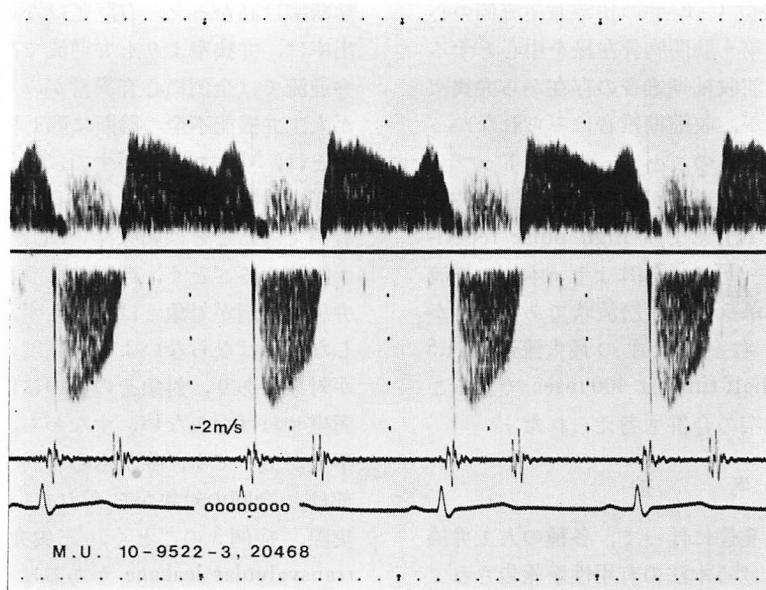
Continuous wave Doppler recording of transtricuspid flow in the same patient as in Figs. 9 and 10.
